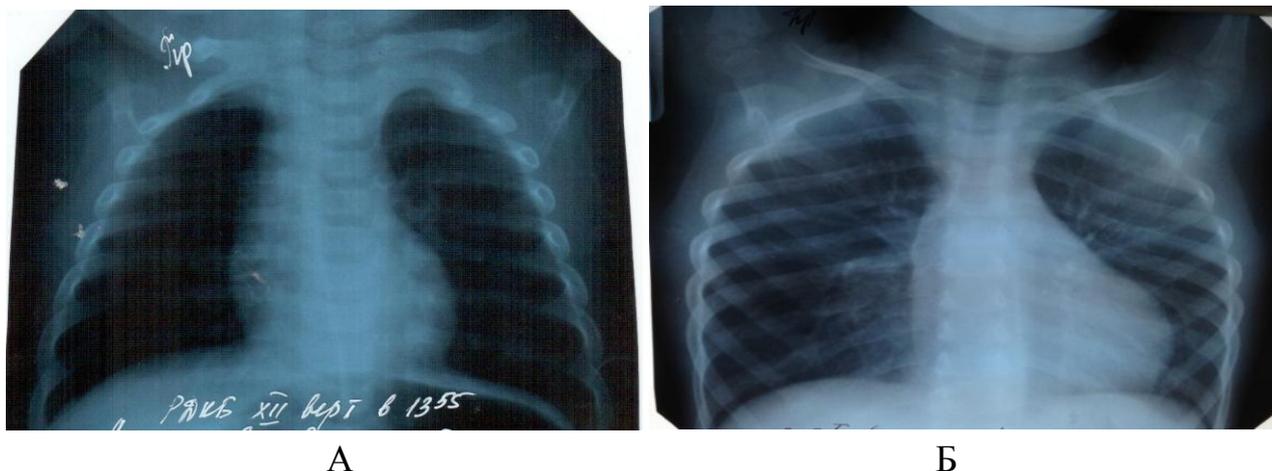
Рентгенограмма в прямой проекции больного с облитерирующим бронхиолитом А., 5 мес., и больной с ЭАА – Б., 4 лет
